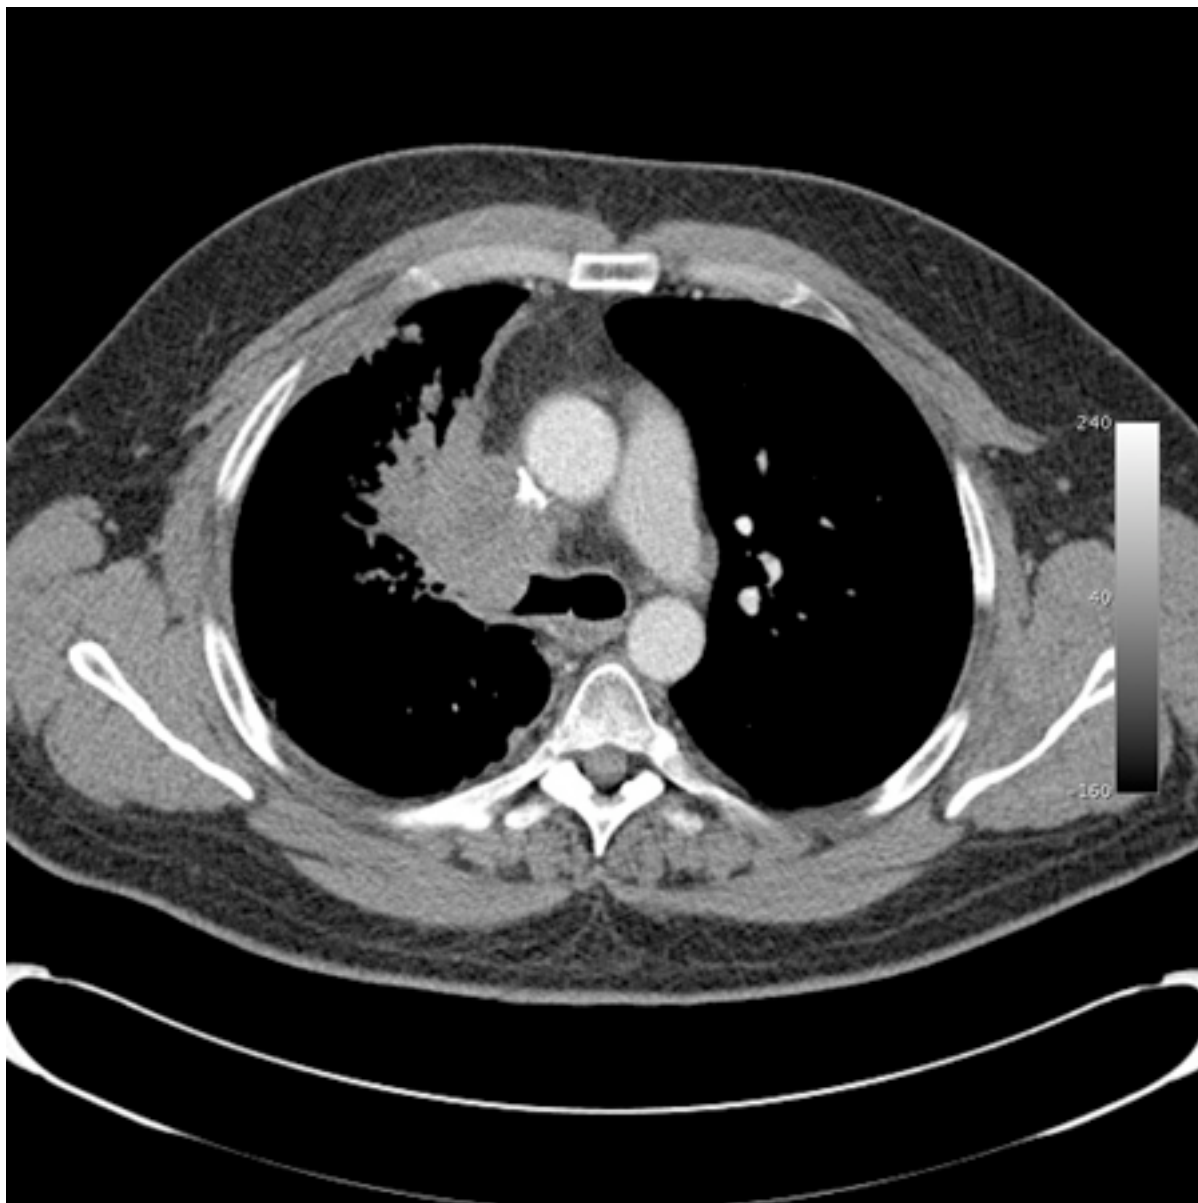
Obstrução endobrônquica maligna na TC do tórax com multidetectores: janela mediastinal demonstrando obstrução maligna nos brônquios principais direitos
